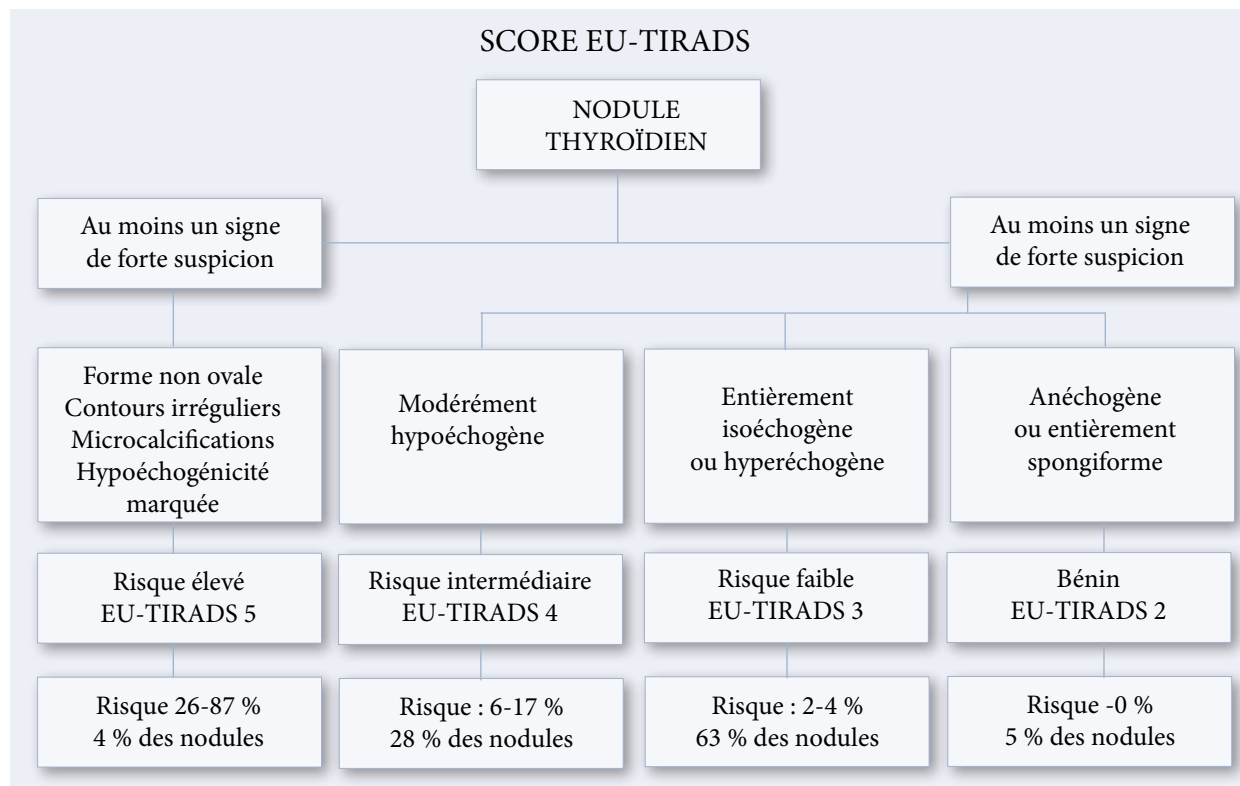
Évaluation échographique des nodules thyroïdiens selon le système TIRADS
